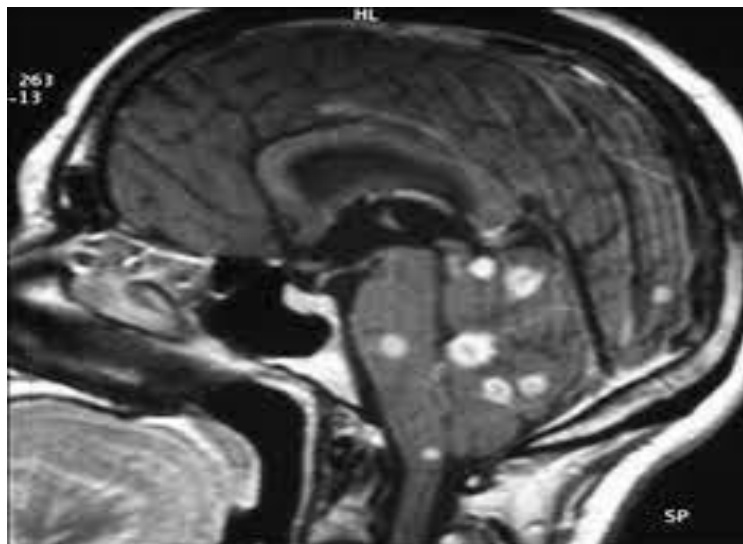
IRM tuberculose du système nerveux central(Nouira Kai et al.,2008).
